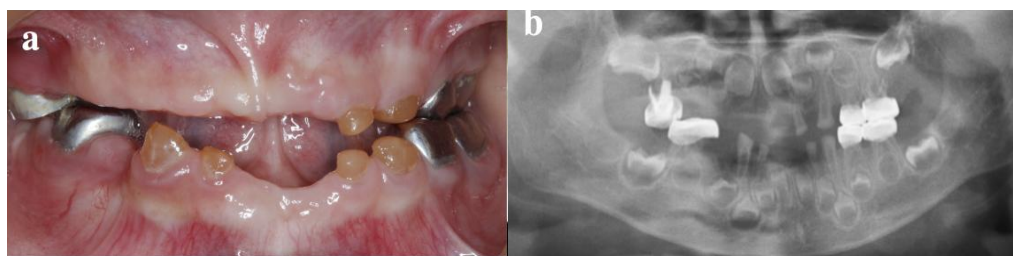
Dentinogénese imperfeita tipo III: a) Exame intra-oral, b) Ortopantomografia (Fang et al, 2016)
